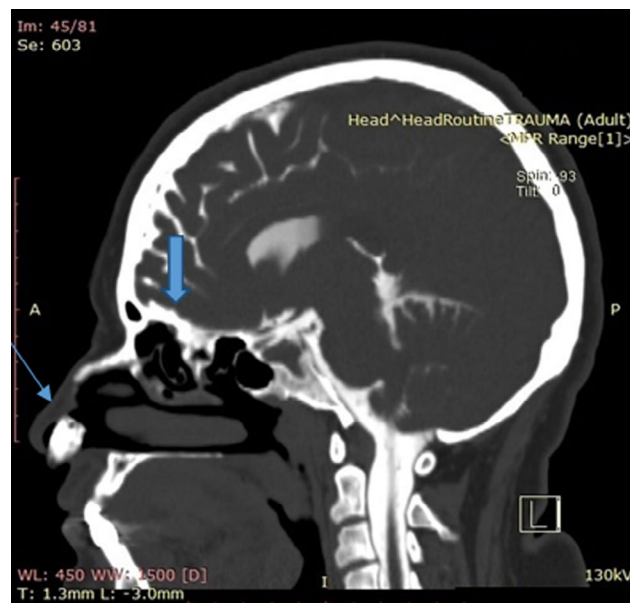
КТ-скан пациентки №1. Наблюдается дефект в среднем отделе решетчатой пластины, который указан жирной стрелкой, а тампон - тонкой стрелкой
